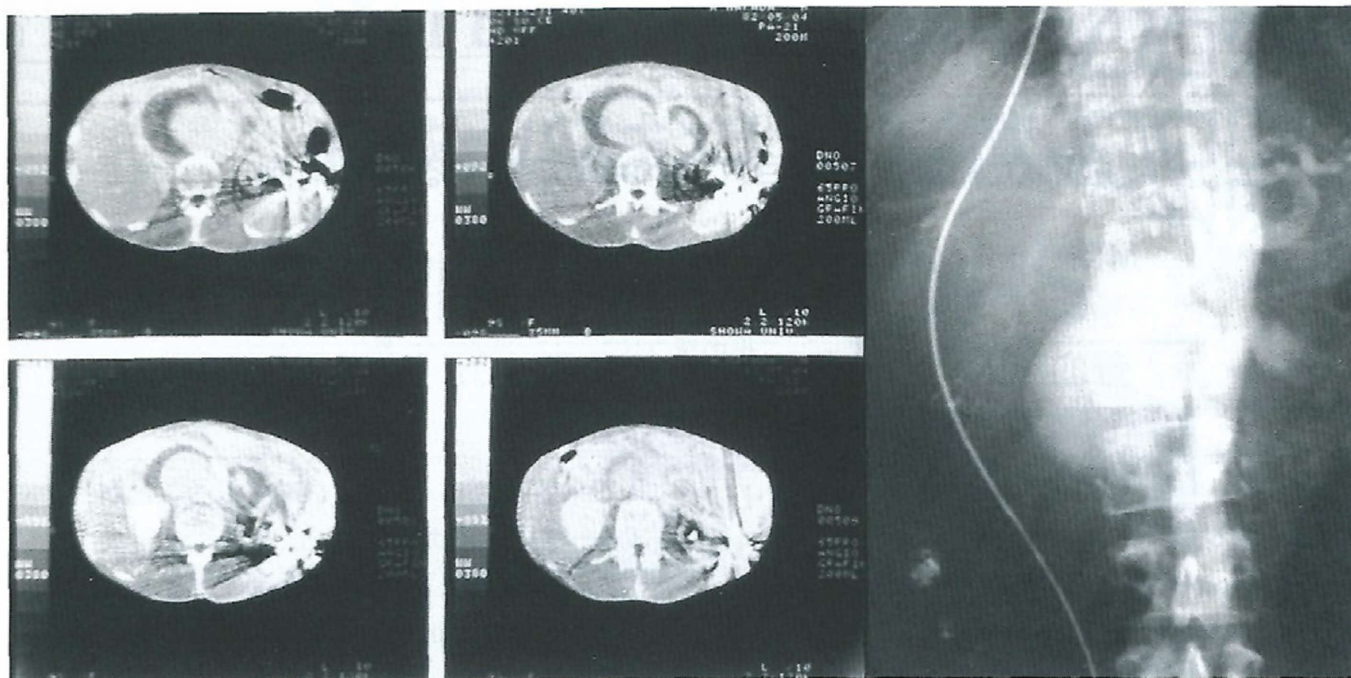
初回手術直前のCT像(左)と血管造影所見(右)
